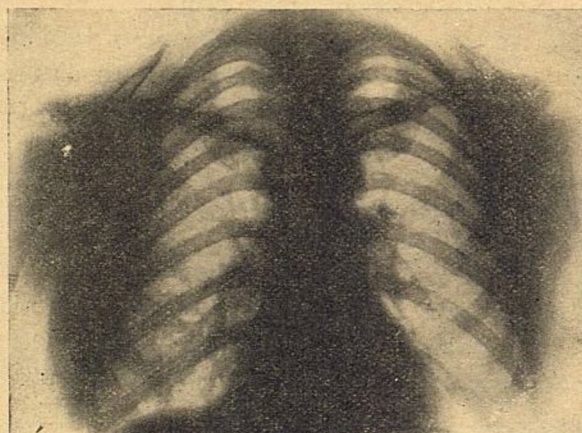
^a—(Continuación de las figuras 15.^a y 16.^a) Radiografía de la enferma de la segunda historia clínica, después de haber cesado el tratamiento endobronquial.
